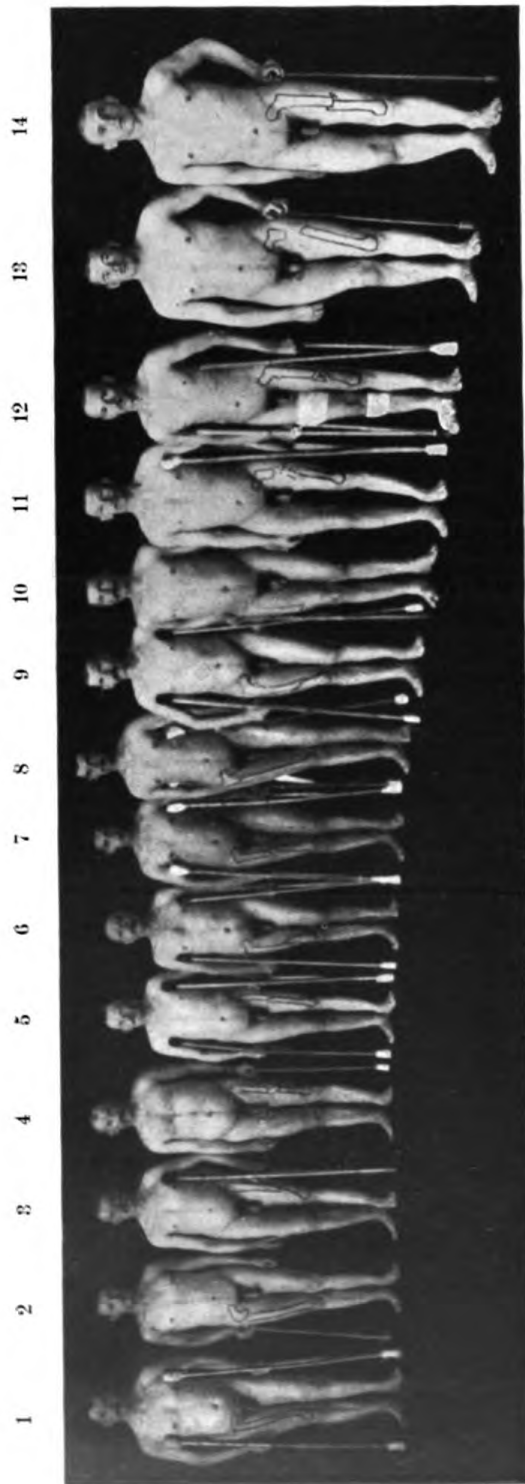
1-6 einfache Oberschenkelbrüche. 7-14 Oberschenkelbruchbrüche 2-6 Wochen nach Abnahme des Streckverbandes. (Röntgenbild auf das gesunde Bein gezeichnet.)
